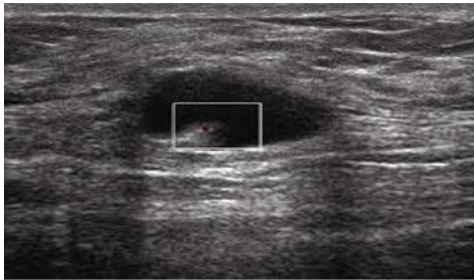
'de ultrasonografik sınıflamamıza ait grup örnekleri verilmiştir.
